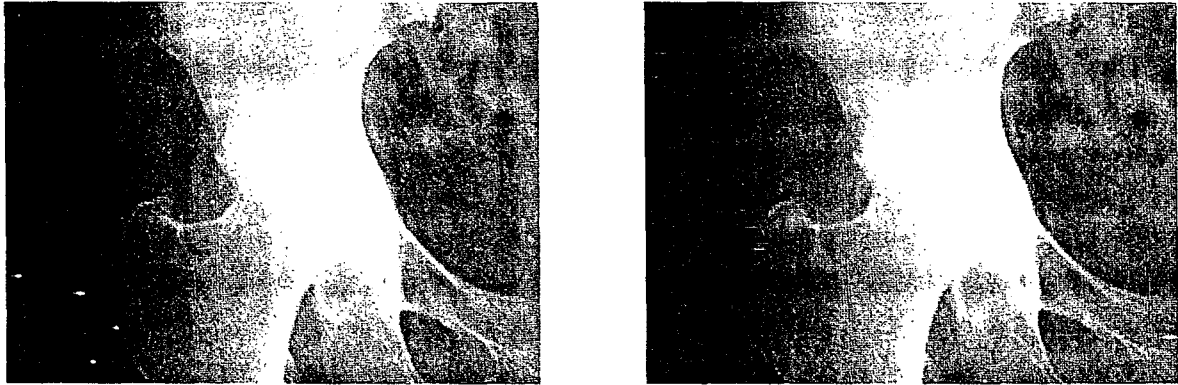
Change of Rt. Hip Joint on X-ray scan(Lt.: 2001.6.12, Rt.: 2001.8.1)
